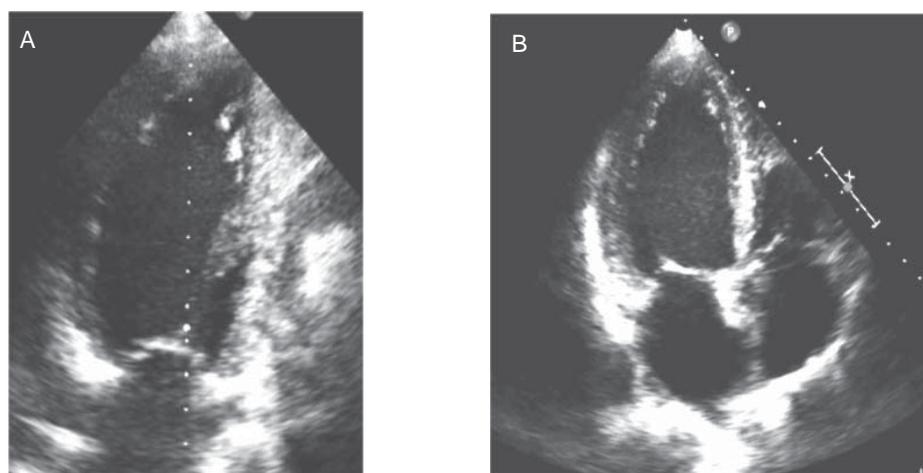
Ecocardiograma Doppler en modo M, 2D. Imagen con vista de dos cámaras: eje largo (a) y cuatro cámaras (b). Se observa dilatación de las aurículas y el ventrículo izquierdo, con disfunción sistólica severa.
